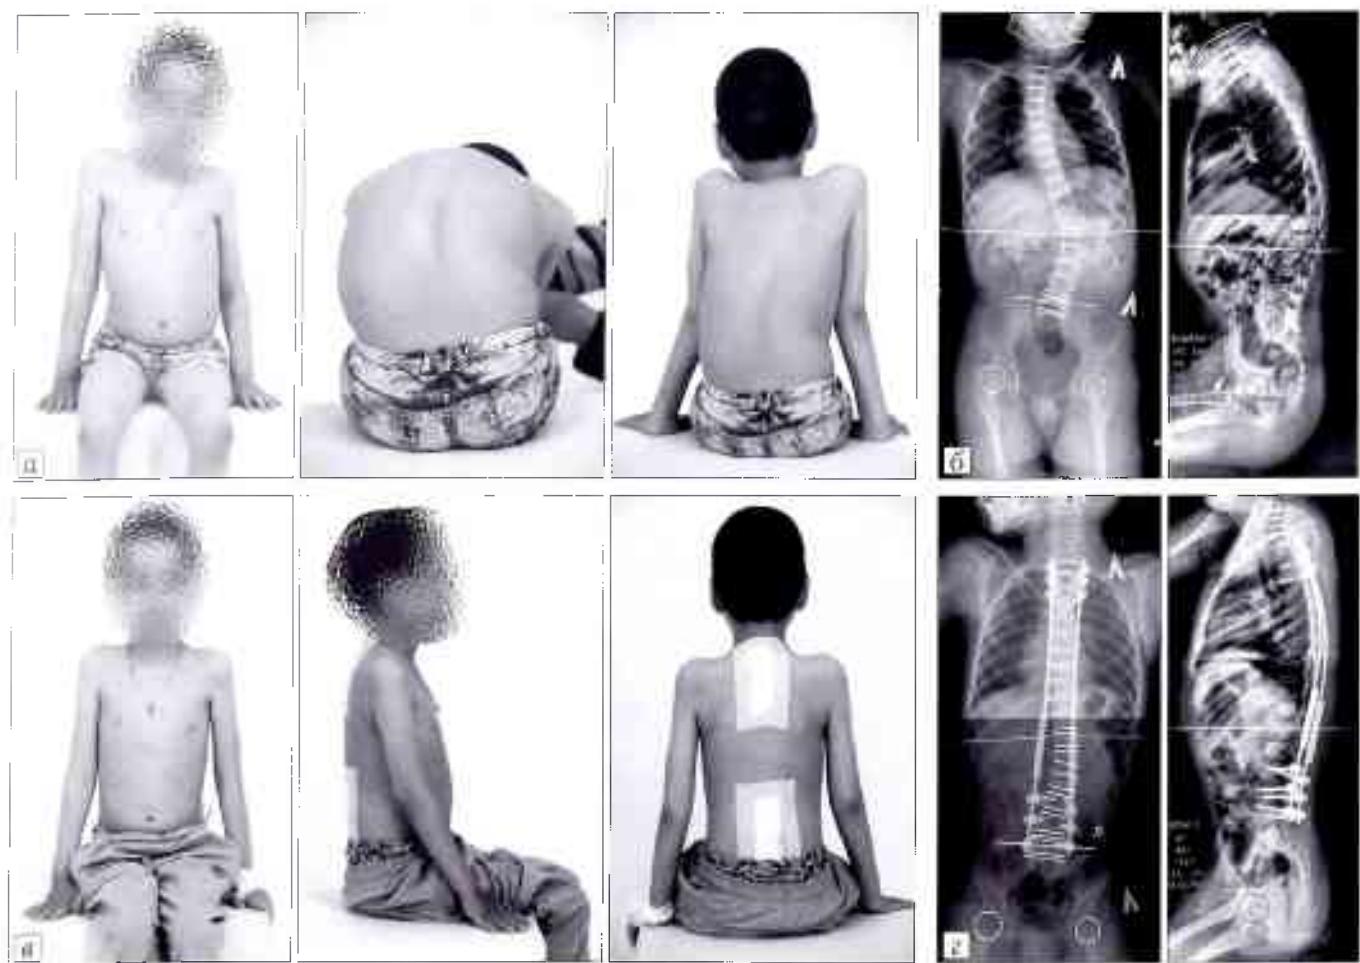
Внешний вид и рентгенограммы пациента 8 лет с нейрогенным прогрессирующим сколиозом на фоне СМА III типа до (а, б) и после (в, г) оперативного лечения в объеме постановки динамической системы типа «growing rods» с коррекцией деформации позвоночника.
